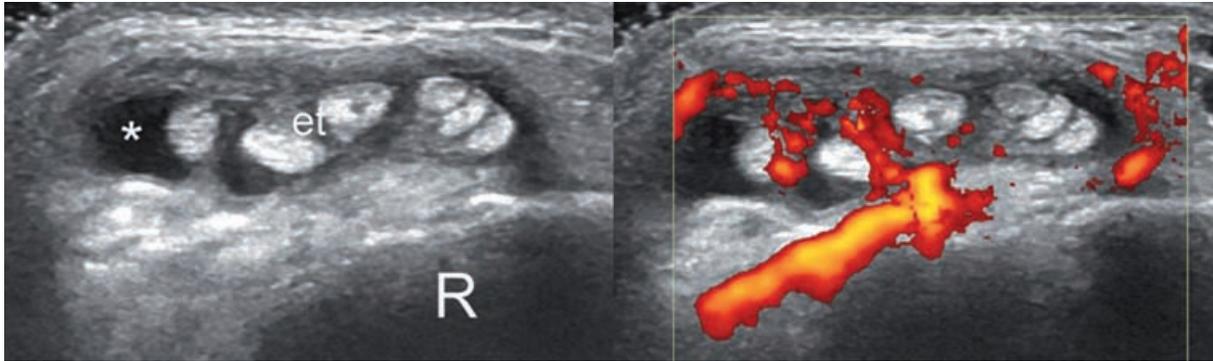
PR débutante : ténosynovite du poignet en échographie.
